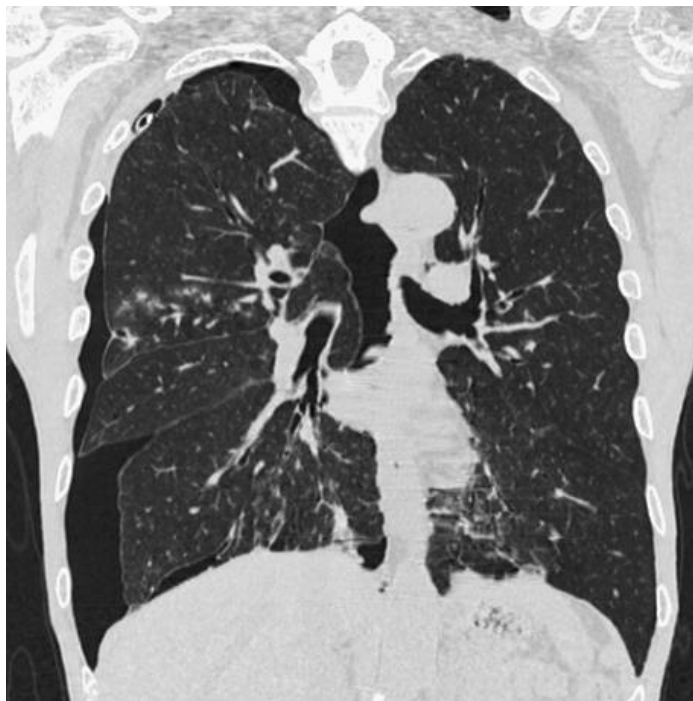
Surpression pulmonaire avec pneumothorax et alvéolite hémorragique (Reconstruction de TDM thoracique).
